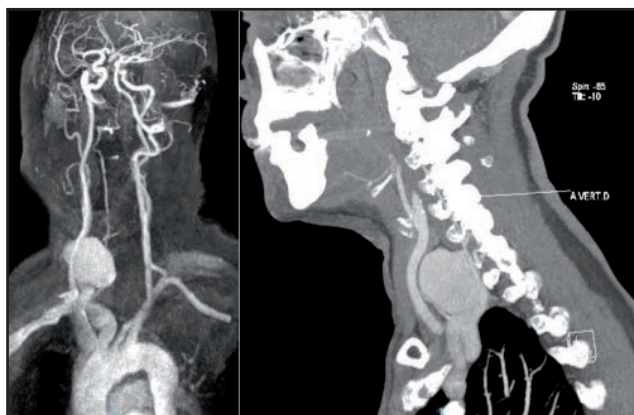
Reconstrucción de angio-RM (izquierda) y angio-TC (derecha) identificando la lesión, sin establecer el origen de forma clara.
